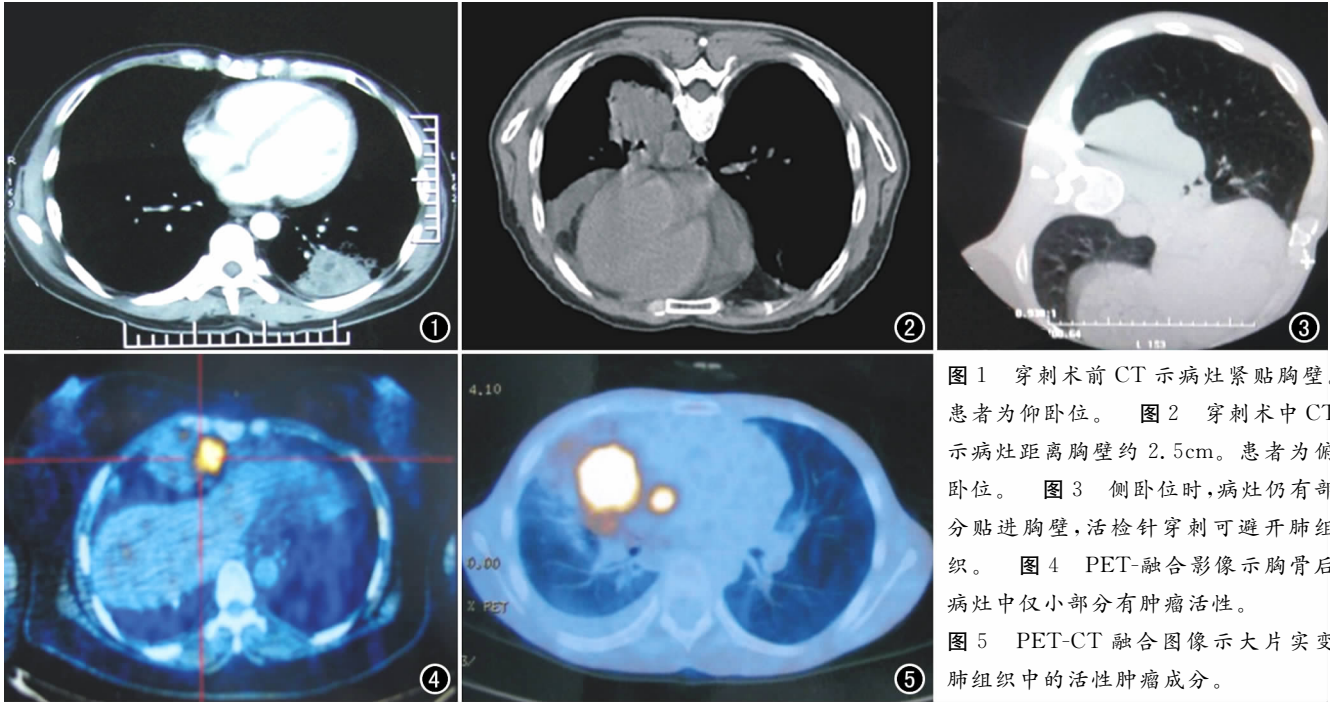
穿刺术前 CT 示病灶紧贴胸壁。患者为仰卧位。图 2 穿刺术中 CT 示病灶距离胸壁约 2.5cm。患者为俯卧位。图 3 侧卧位时,病灶仍有部分贴进胸壁,活检针穿刺可避开肺组织。图 4 PET-融合影像示胸骨后病灶中仅小部分有肿瘤活性。图 5 PET-CT 融合图像示大片实变肺组织中的活性肿瘤成分。
